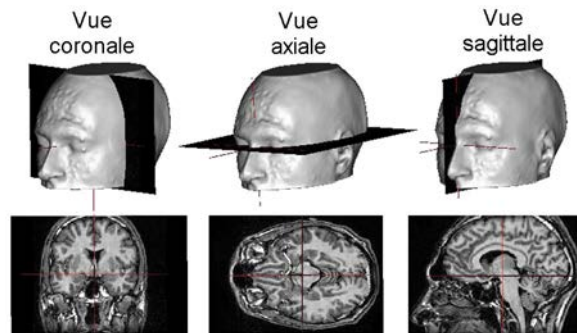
Coupe d’une IRM du cerveau dans les plans coronal, axial et sagittal. [34]
